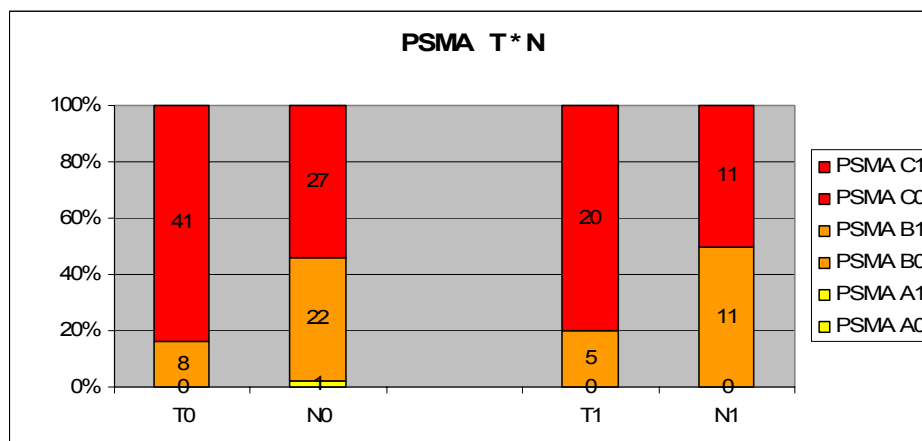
Auswertung PSMA: Tumorgewebe - benignes Epithel
